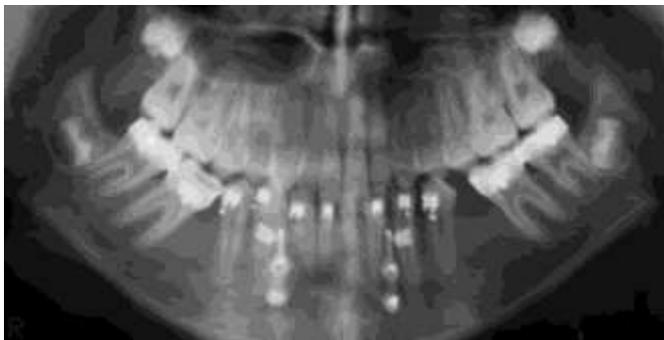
Radiographie panoramique du cas. (Perrin)
